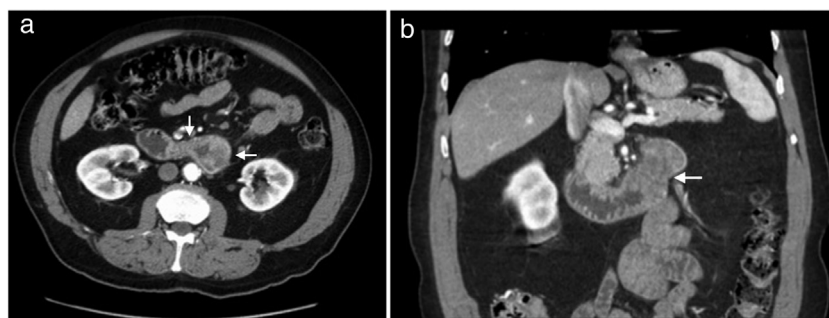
Lesão expansiva, circunferencial, na transição da terceira e quarta porções do duodeno. Tomografia computadorizada: a) corte axial e b) corte coronal.
